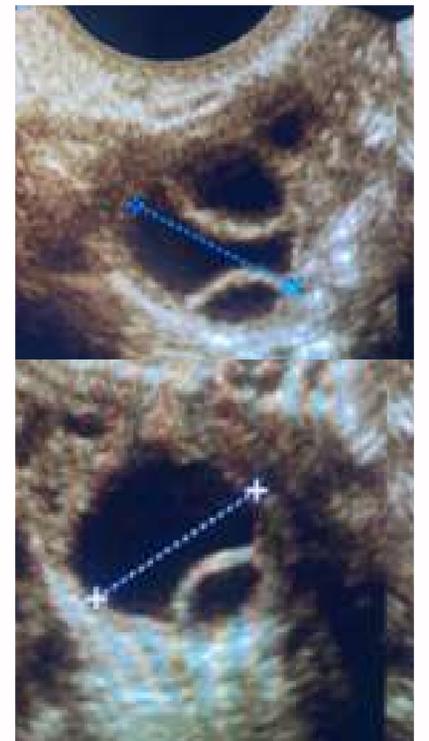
Ecografía transvaginal: Folículos maduros de 10 mm
